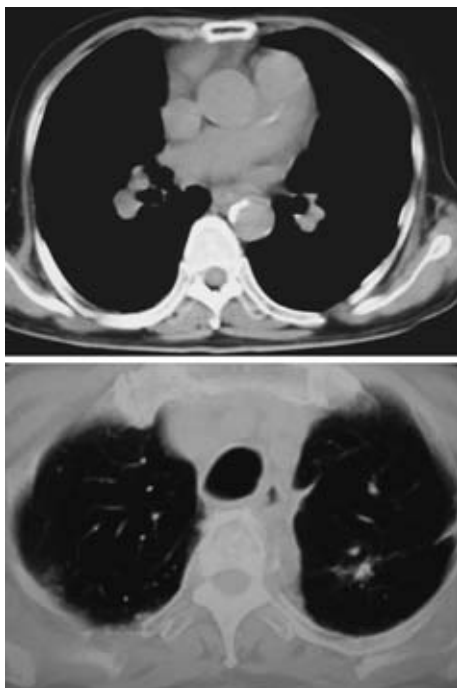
Computed tomography of chest showing dilatation of the main pulmonary arterial trunk (upper panel) and emphysematous change in the bilateral lungs and a small nodular shadow in the left lung, probably due to inflammatory or post-operative scarring (lower panel).
